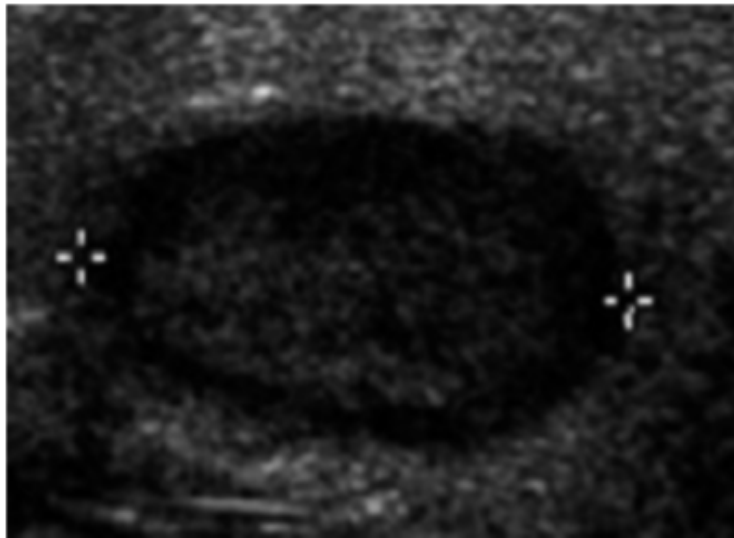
Image échographique d'un nodule ovale hypo échogène bien limité à suspicion de malignité intermédiaire [28].
